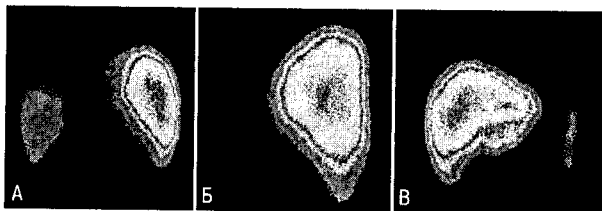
Сцинтиграммы нормальной печени: А – задняя проекция; Б – правая боковая проекция; В – передняя проекция
